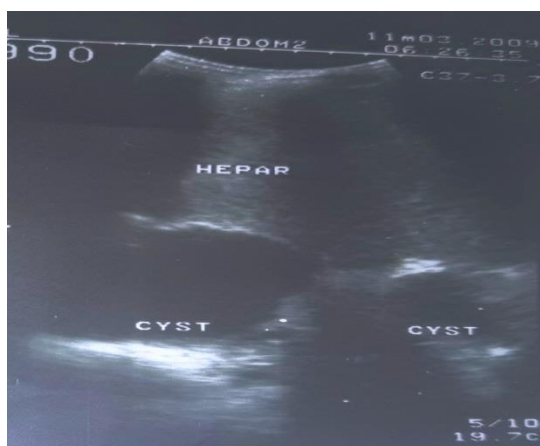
УЗИ. Рецидивный эхинококкоз печени. Определяется анэхогенное образование с базальным усилением: гипоэхогенным ободком и четким двухконтурным строением стенки
